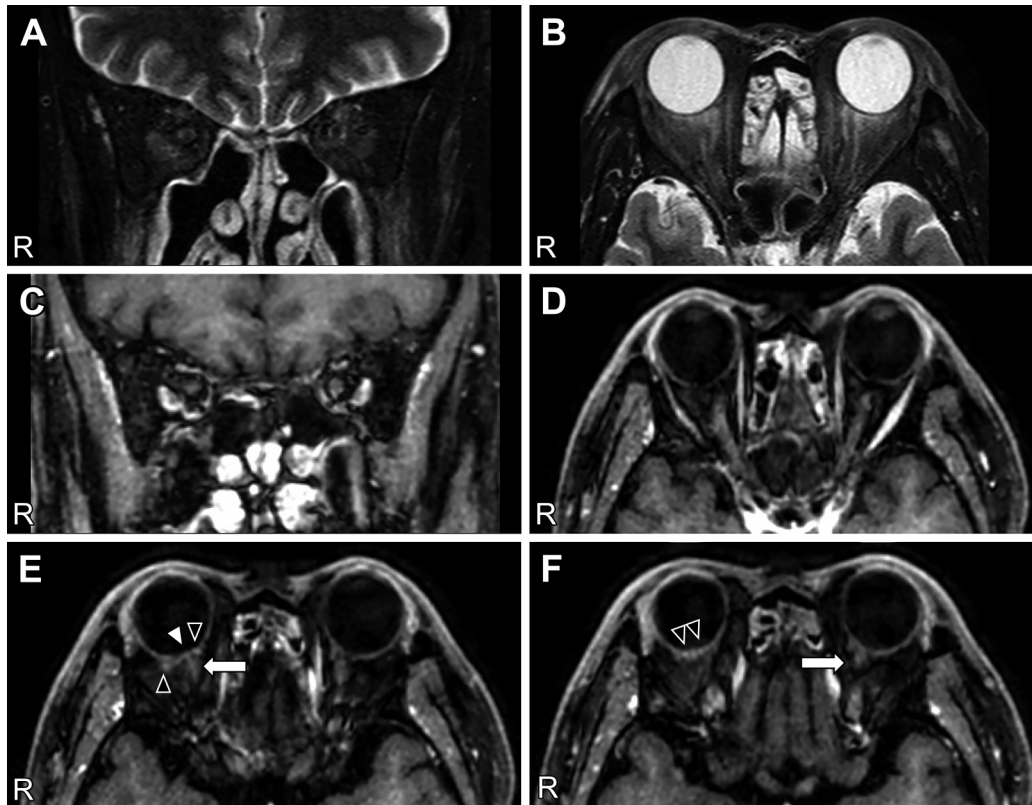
MRI of the optic nerves.
